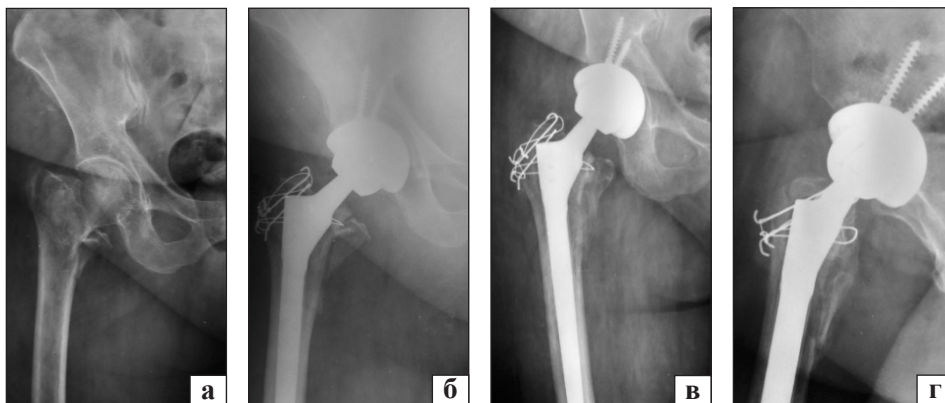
Рентгенограми пацієнтки Б., 70 років. Черезвертлюговий відламковий перелом правої стегнової кістки (а); тотальне ендопротезування правого КС бесцементним ендопротезом, остеосинтез черезвертлюгового перелому спицями та серкляжем за Вебером, пластика капсули КС розробленим способом (б); через 3 міс. після операції (в — передньо-задня, г — бокова проекції)
